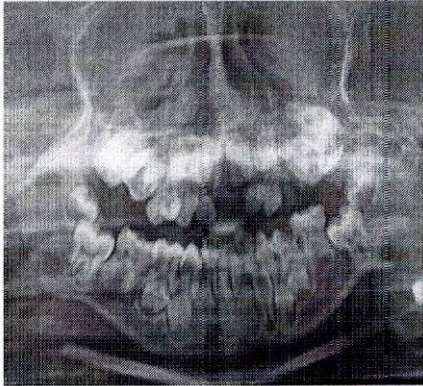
Radiografía panorámica paciente de 8 años con progeria
